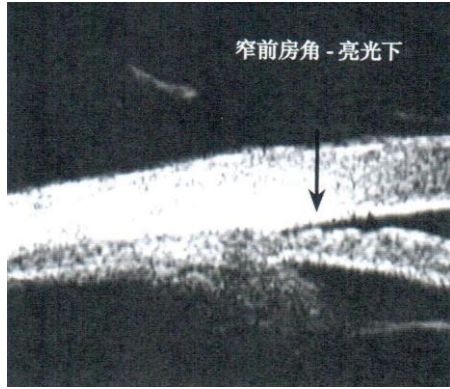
在亮光下（上图）所见到的可关闭的窄前房角与暗光下（下图）前房角附着性关闭的超声活体显微镜图像的比较，以箭头指示。
